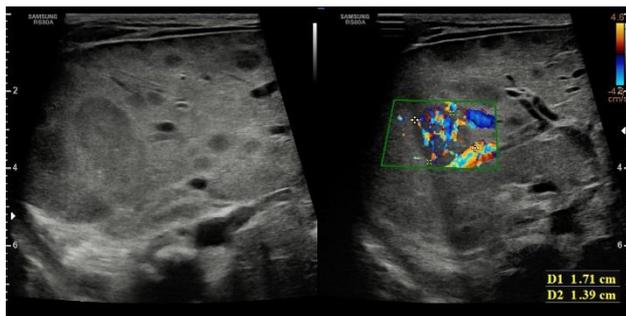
Ecografía abdominal donde se aprecia alta vascularización de hemangioendoteliomas, observada con técnica Doppler color.
